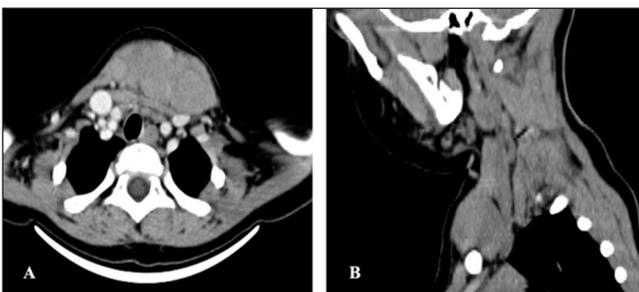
TDM cervico-thoracique: masse tissulaire sus-claviculaire gauche superficielle atteignant la région thoracique médiane pré-sternale, homogène et pauci vasculaire et mesurant 6 cm, avec un prolongement médiastinal supérieur de 2 cm.
